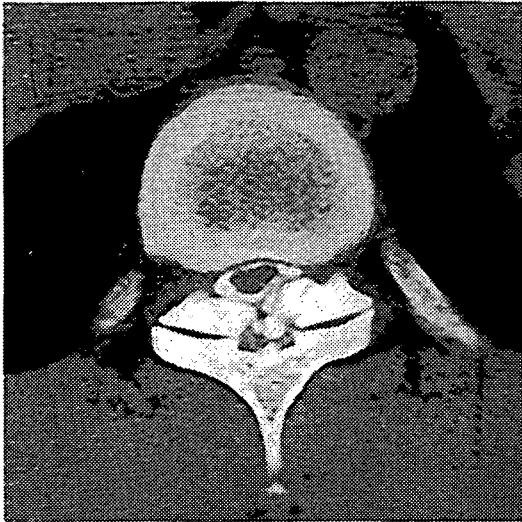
症例 1 のミエロ CT 像 (Th10/11)。左側優位に形成された骨化巣により硬膜管が圧迫されている。
